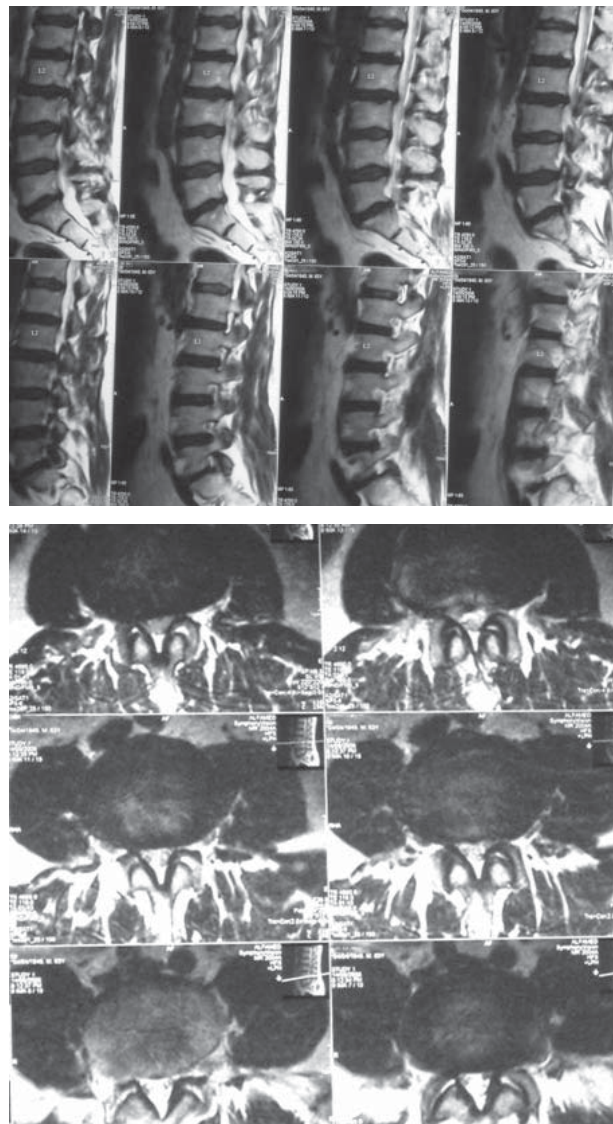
T2 weighted serial (a) sagittal lumbar MRI with contrast revealing L2-L3 broad based disc protrusion (b) axial lumbar MRI with contrast revealing L2-L3 right sided with broad-based disc protrusion and bilateral foraminal stenosis without any clue of posterior migration of disc fragment.
